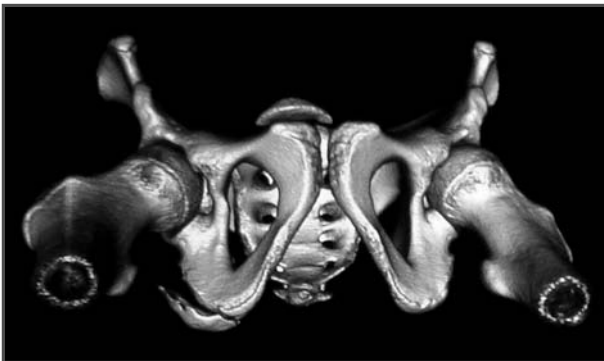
TC pélvica: reconstrucción tridimensional en la que se observa el arrancamiento de la tuberosidad isquiática menor de 2 cm.
